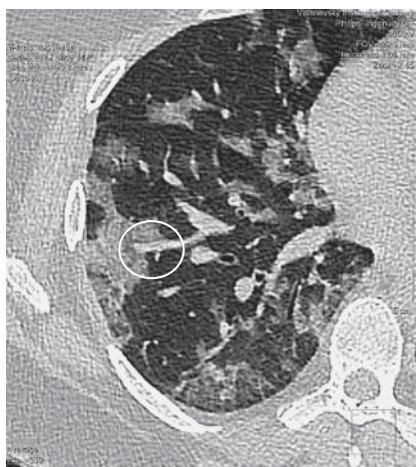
A CT scan determines vasodilation of pulmonary vessels, approaching the lesions.
